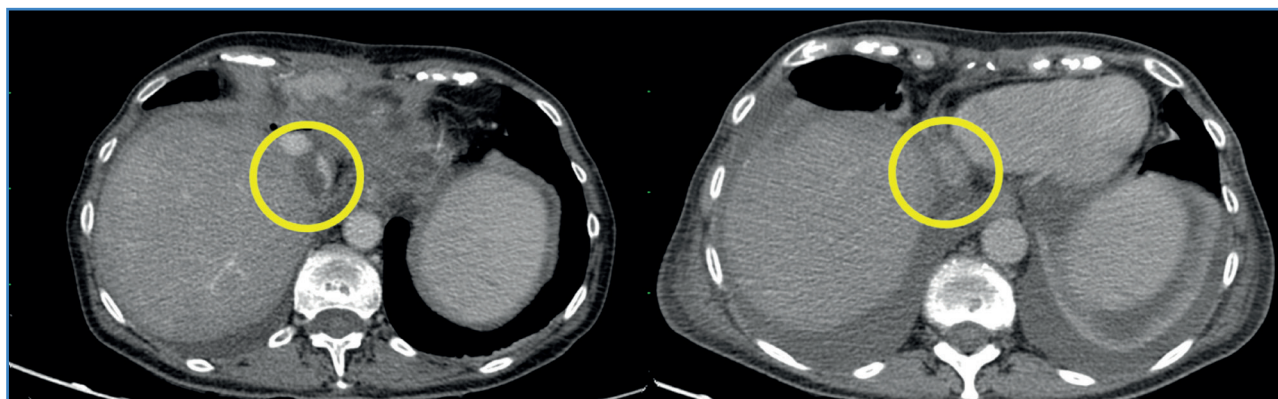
Angio TC prequirúrgico y posquirúrgico en los que se objetiva la repermeabilización satisfactoria del segmento de la vena cava intervenida al mes del tratamiento.
